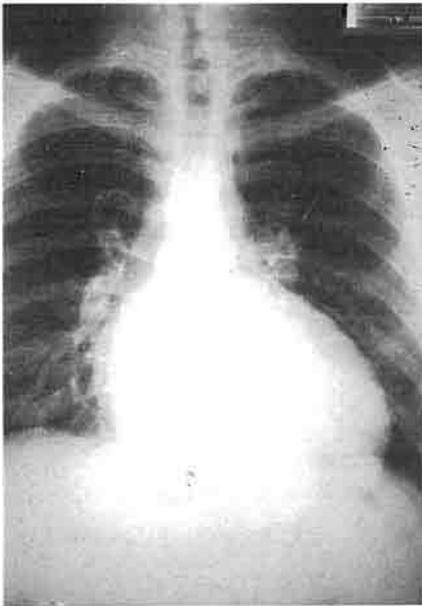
Radiografía que muestra una cardiomegalia importante a expensas de cavidades izquierdas. Doble contorno inferior derecho. Signos de hipertensión venocapilar pulmonar.
